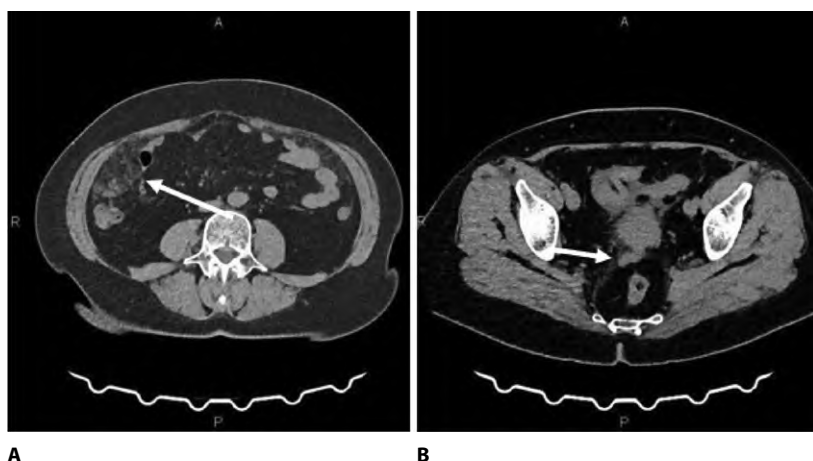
Компьютерная томография органов брюшной полости (А) и таза (В)
